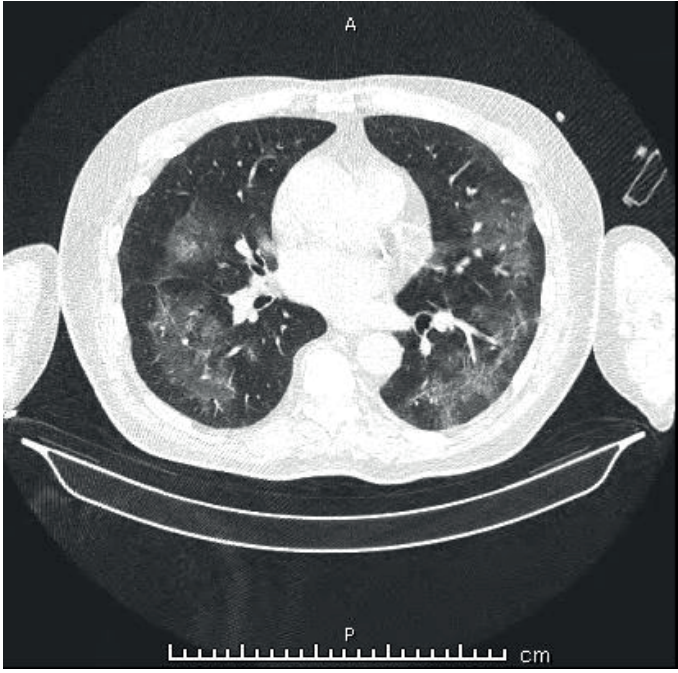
Toraks BT'de yaygın buzlu cam alanları
